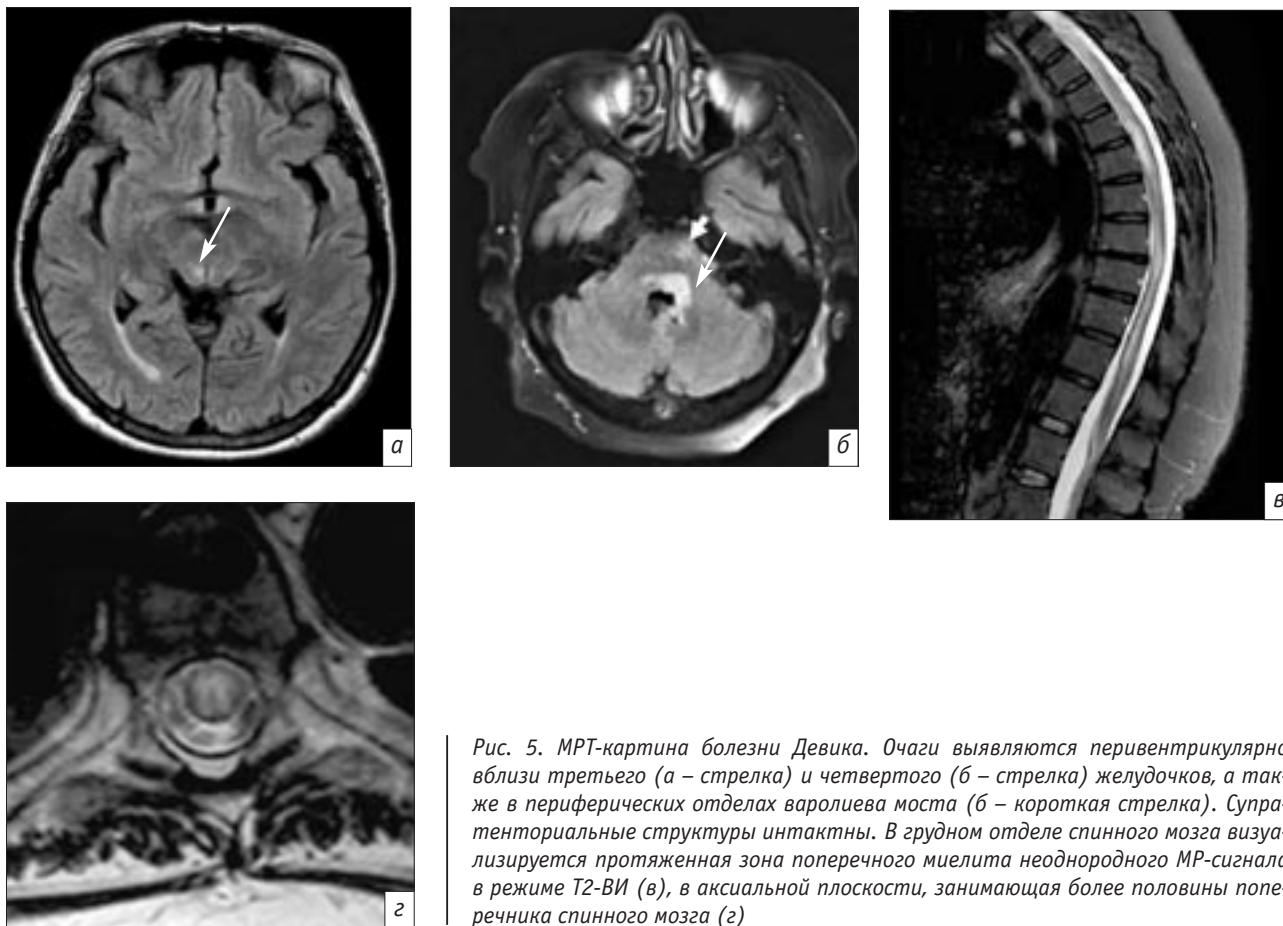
МРТ-картина болезни Девика. Очаги выявляются перивентрикулярно вблизи третьего (а – стрелка) и четвертого (б – стрелка) желудочков, а также в периферических отделах варолиева моста (б – короткая стрелка). Супратенториальные структуры интактны. В грудном отделе спинного мозга визуализируется протяженная зона поперечного миелита неоднородного МР-сигнала в режиме Т2-ВИ (в), в аксиальной плоскости, занимающая более половины поперечника спинного мозга (2)
